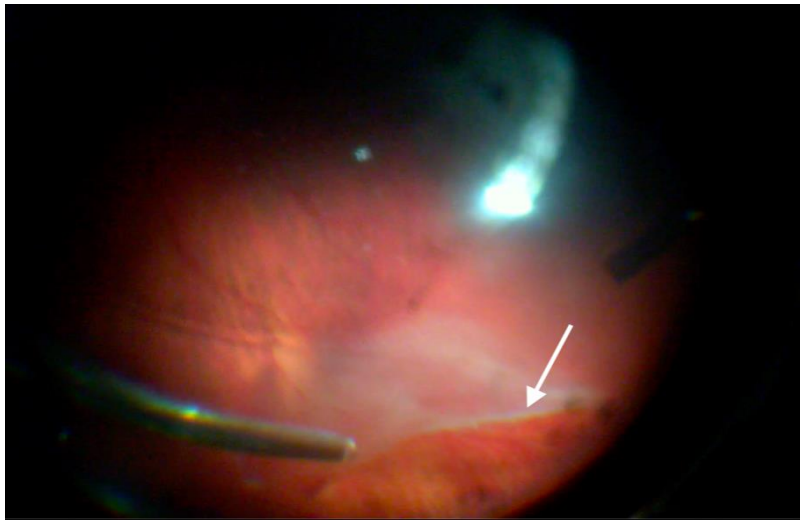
Отрыв сетчатки от зубчатой линии (указано стрелкой), отслойка сетчатки у пациента через 6 суток после тяжелой контузии
